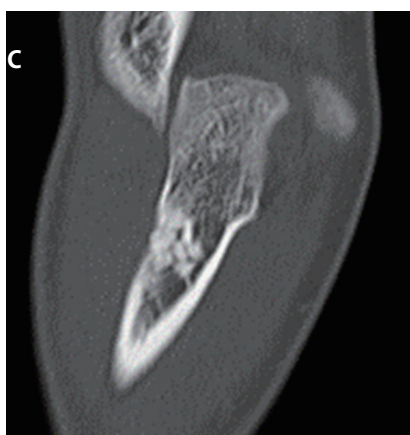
術後6ヶ月人工骨充填部CT coronal
